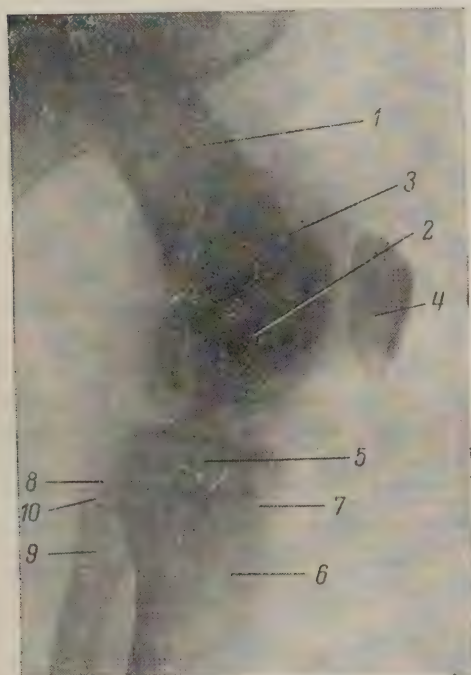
Рентгенограмма коленного сустава мальчика 13 лет (боковая проекция).
